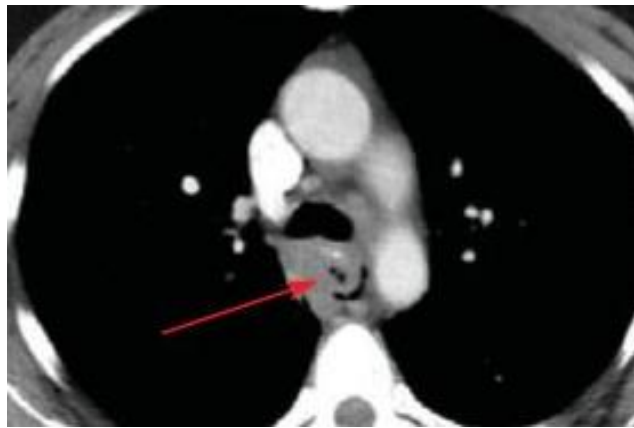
СКТ органов груди, аксиальный срез, у пациента Н. со спонтанным разрывом пищевода. Интрамуральная гематома в стенке пищевода и паразофагеальное скопление воздуха в месте его разрыва
